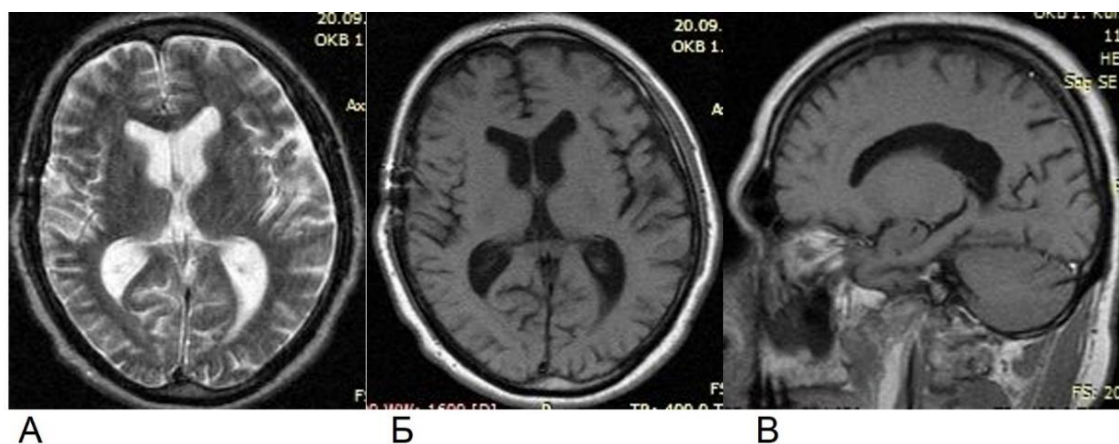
МРТ головного мозга без контрастирования пациента Л., 44 лет, через 30 дней после хирургического лечения в режиме T1 ВИ в аксиальной проекции (А) и в режиме T2 ВИ в коронарной (Б) и сагиттальной (В) проекциях
